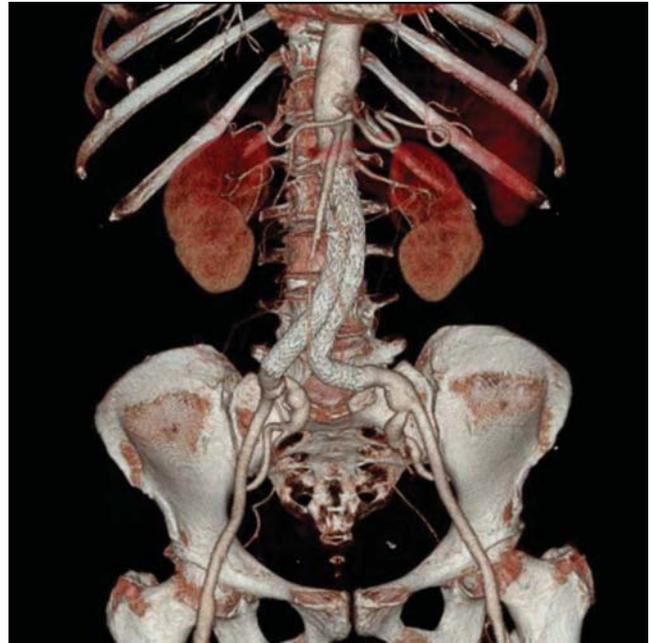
КТ брюшной аорты после эндопротезирования Excluder через 24 мес. после операции
